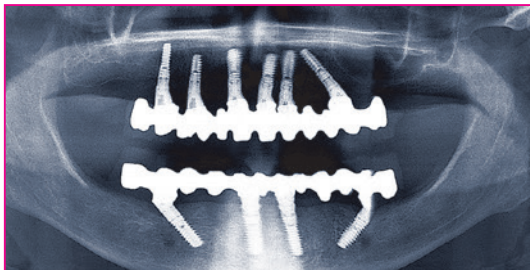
Stabile Verhältnisse sind auch auf dem Abschlussröntgenbild erkennbar.
